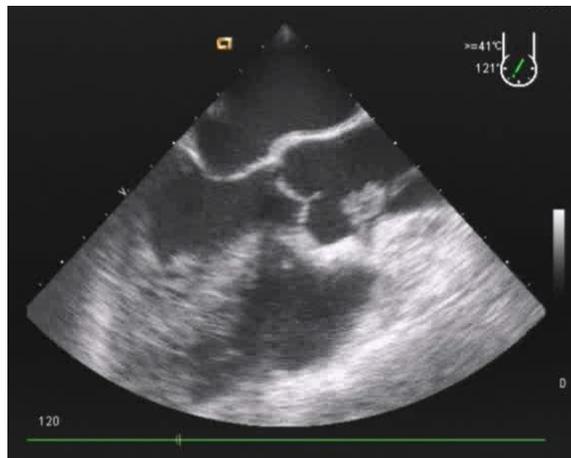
Transösophageale Echokardiographie mit Darstellung des flottierenden Thrombus über dem Ostium der Arteria coronaria dextra
